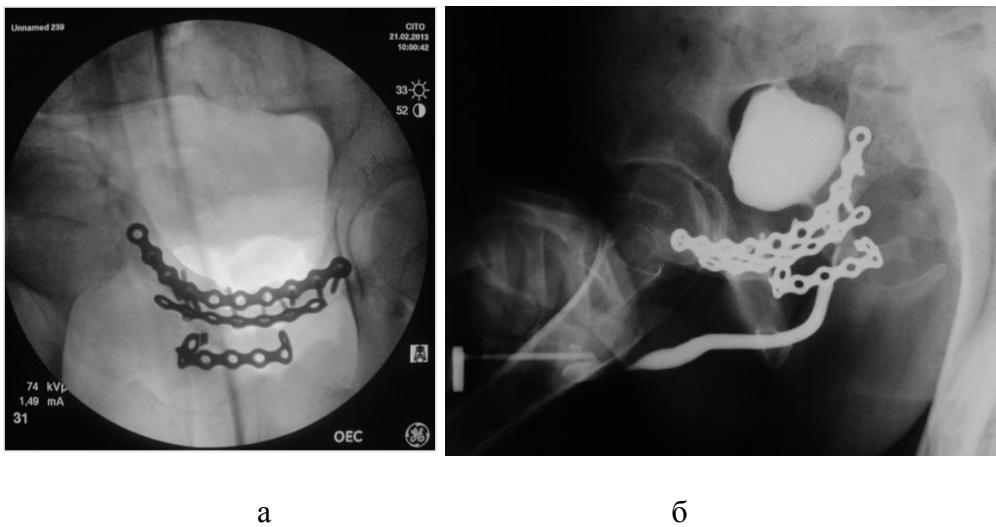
Рентгенограммы пациента Р. 17 лет после стабилизации переднего полукольца таза реконструктивными пластинами (а), восходящая уретроцистограмма (б) – уретра проходима.
